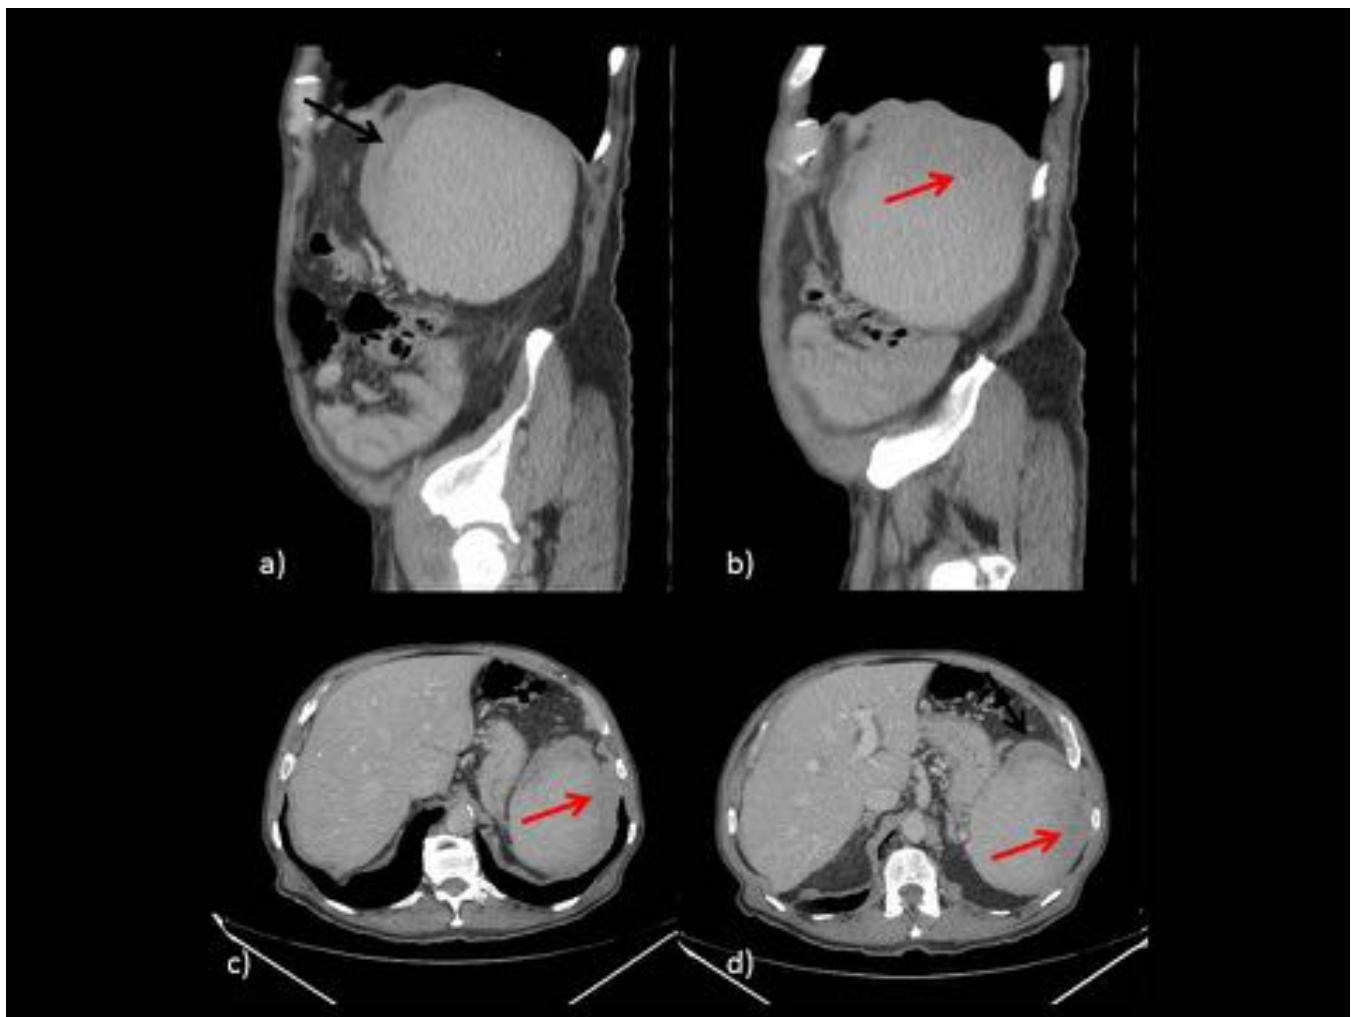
TC con CIV. Imágenes sagitales (a y b) y axiales (c y d). Gran esplenomegalia en paciente con policitemia vera, en las que se observa mala definición del polo superior del bazo (flechas rojas), que se acompaña de una colección isodensa periesplénica (flechas negras), sugestiva de hematoma subcapsular.
